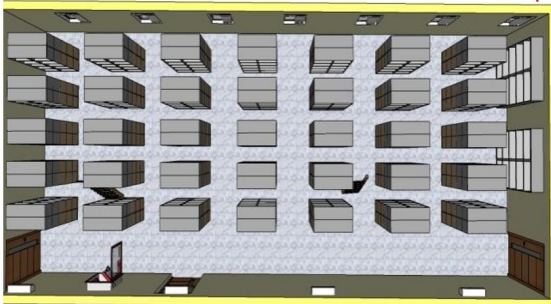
Ruang Kerja Petugas RM tampak atas
